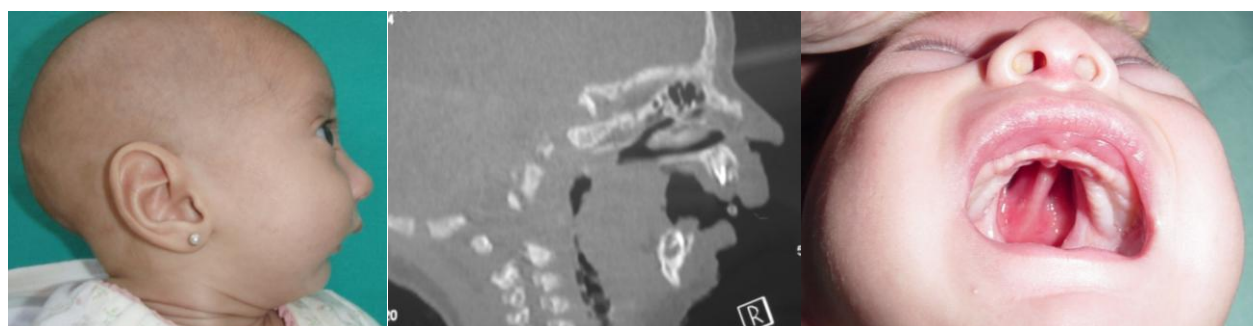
A la izquierda, imagen de perfil de Secuencia de Pierre Robin donde se destaca la micrognatia severa. Al centro, tomografía computada que evidencia la glosptosis y el compromiso obstructivo de la columna de aire de la vía aérea superior. A la derecha, imagen distintiva de la fisura palatina amplia en "herradura" la que se opera al año de edad
